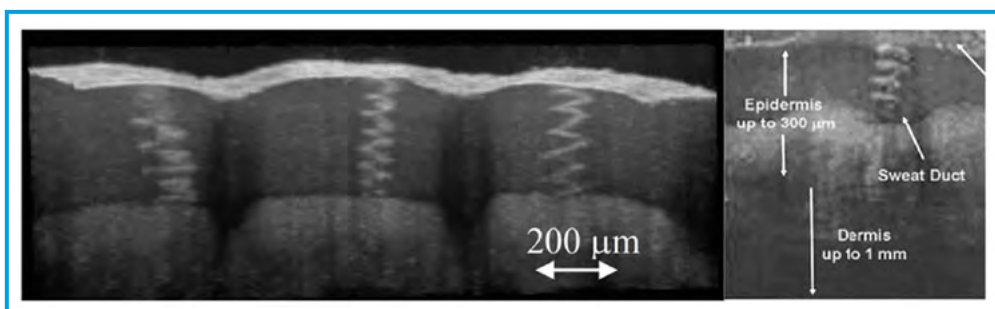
Изображение верхнего слоя кожи, полученного с помощью оптической когерентной томографии
